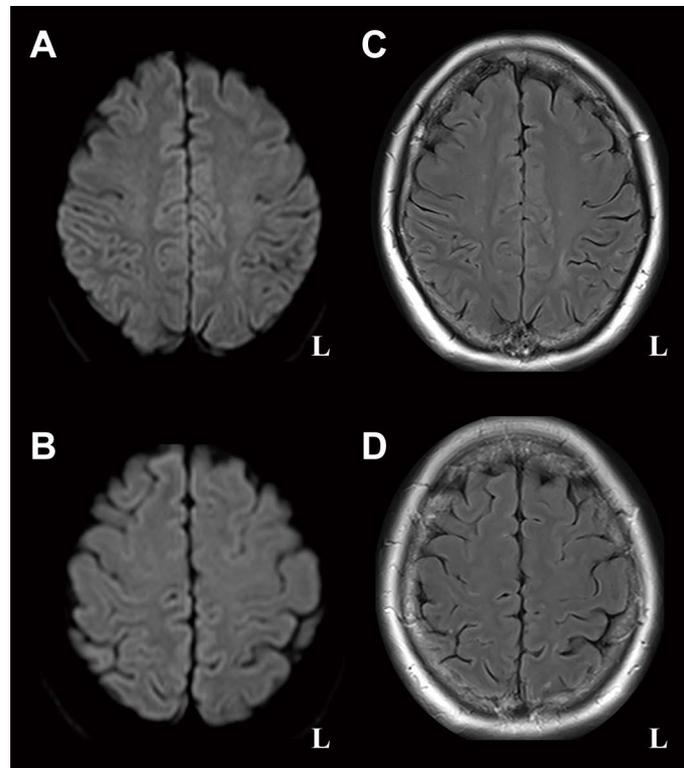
Brain MRI findings after the immunosuppressive treatment. (A, B) A punctate high-intensity lesion disappeared after the treatment on diffusion-weighted images (3 T; TR 68 ms, TE 5,100 ms). (C, D) Abnormal leptomeningeal enhancement also disappeared after the treatment on contrast-enhanced FLAIR images (3 T; TR 93 ms, TE 12,000 ms).
